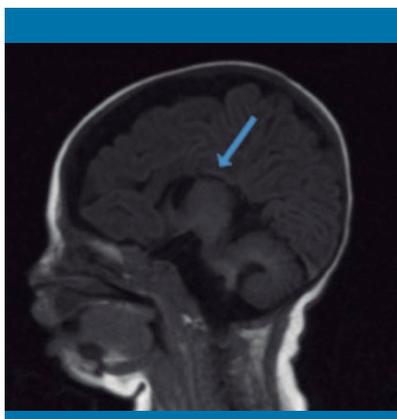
Agenesia del cuerpo calloso. Resonancia magnética: corte sagital en secuencia T1*
